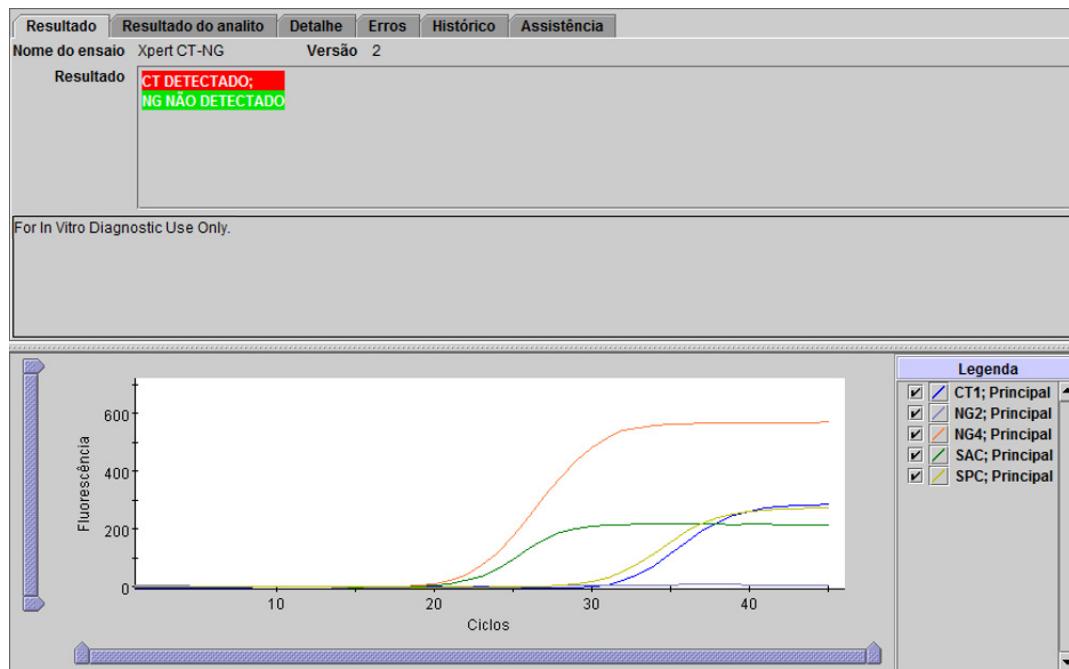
Xpert CT_NG - CT detectado e NG não detetado
